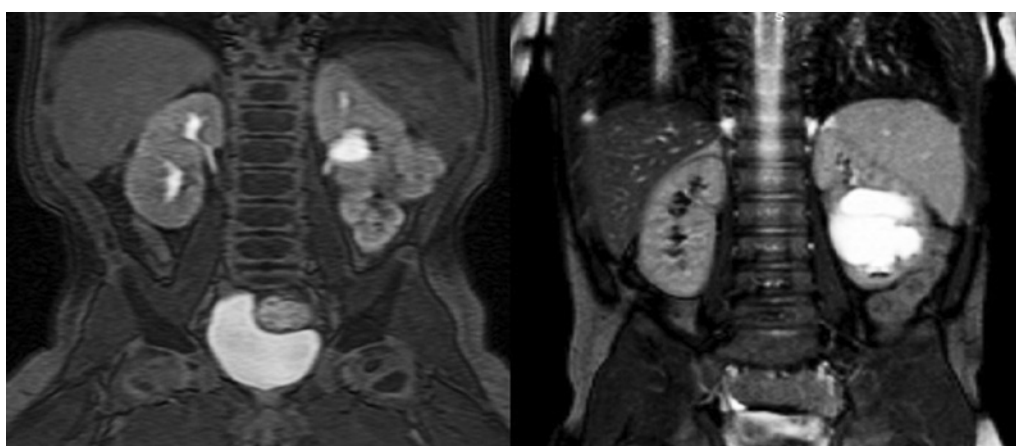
Магнитно-резонансная томография. Гидронефроз нижней половины удвоенной левой почки. Удвоение верхних мочевыводящих путей слева
